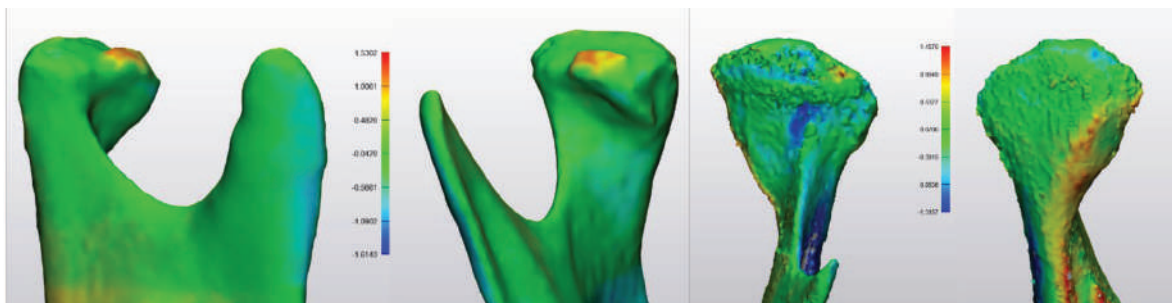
Analiza colorimetrică a condililor obținută prin suprapunerea CBCT-urilor efectuată inițial și la 6 luni denotă lipsa hiperactivității condililor. A) Condilul drept a pacientei G.R., caz clinic nr.1, vedere laterală și medială. B) Condilul stâng a pacientei S.M., caz clinic nr.2, vedere anterioară și posterioară.
